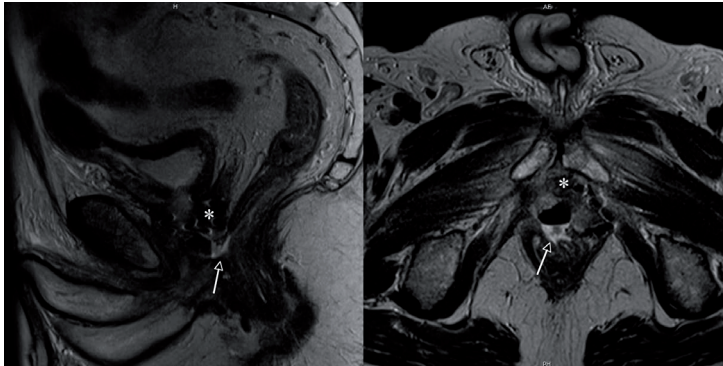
Resonancia magnética en la que puede apreciarse una FRU secundaria a tratamiento de un adenocarcinoma de próstata con braquiterapia. En ambos cortes, se señala con una flecha la comunicación entre recto y uretra así como los implantes de braquiterapia (asterisco).
